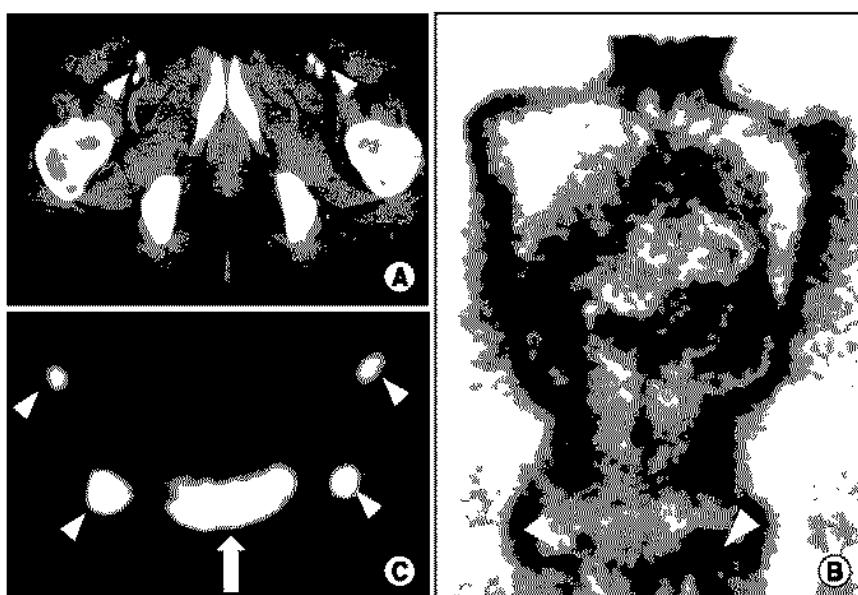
CT and FDG-PET scan findings of case 3 in Table 1. (A) Pelvic CT showed bilateral multiple inguinal lymph node metastases (arrow heads), which were proven by biopsy. (B) FDG-PET whole-body image demonstrated bilateral inguinal lymph node metastases (arrow heads). (C) FDG-PET regional image (coronal view) showed bilateral multiple inguinal lymph node metastases (arrow heads) and urinary bladder (arrow).
